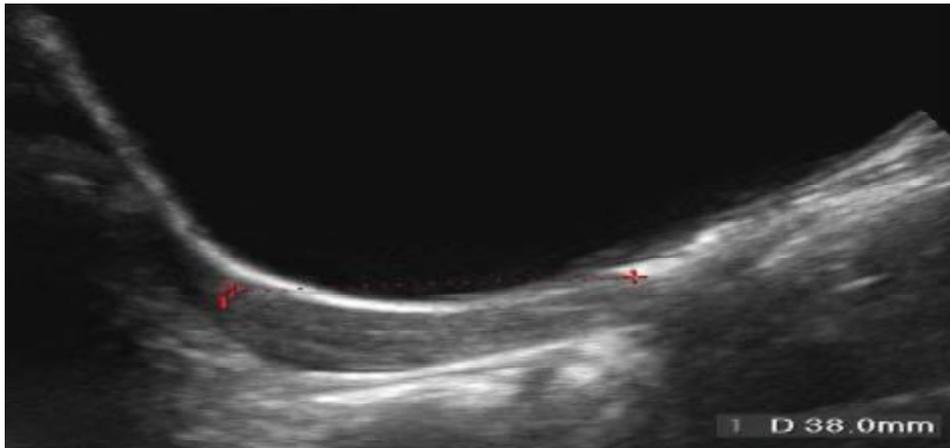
Image échographique d'un utérus en début de puberté
